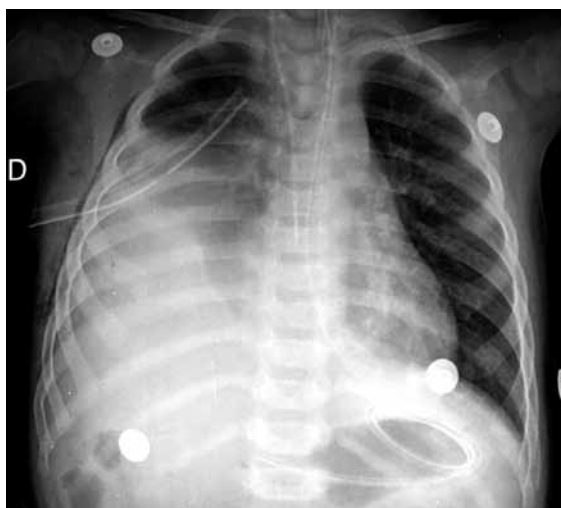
Niña de nueve meses de edad. Sufrió una caída de altura. Presentó neumotórax. Radiografía de tórax con elevación del hemidiafragma derecho y pérdida de los contornos. Tubo de toracostomía para manejo de neumotórax.
